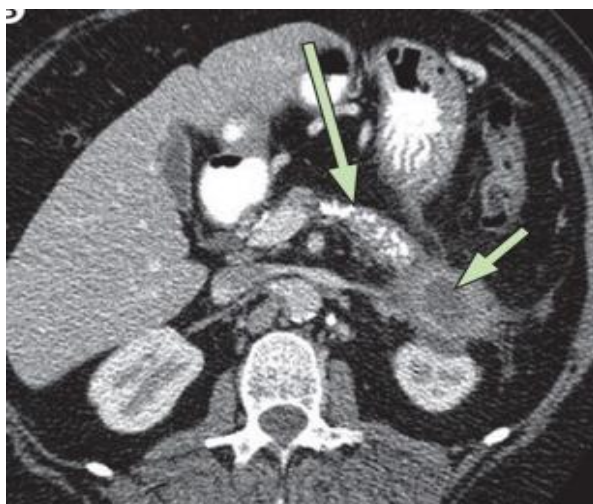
Tomografia computadorizada com multidetectores. A imagem mostra calcificações num pâncreas atrófico (seta grande) juntamente com um pseudocisto volumoso (seta pequena).
